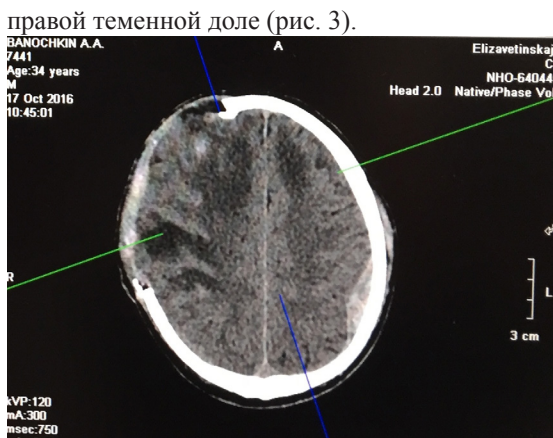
СКТ головного мозга после облучения ТГц.
